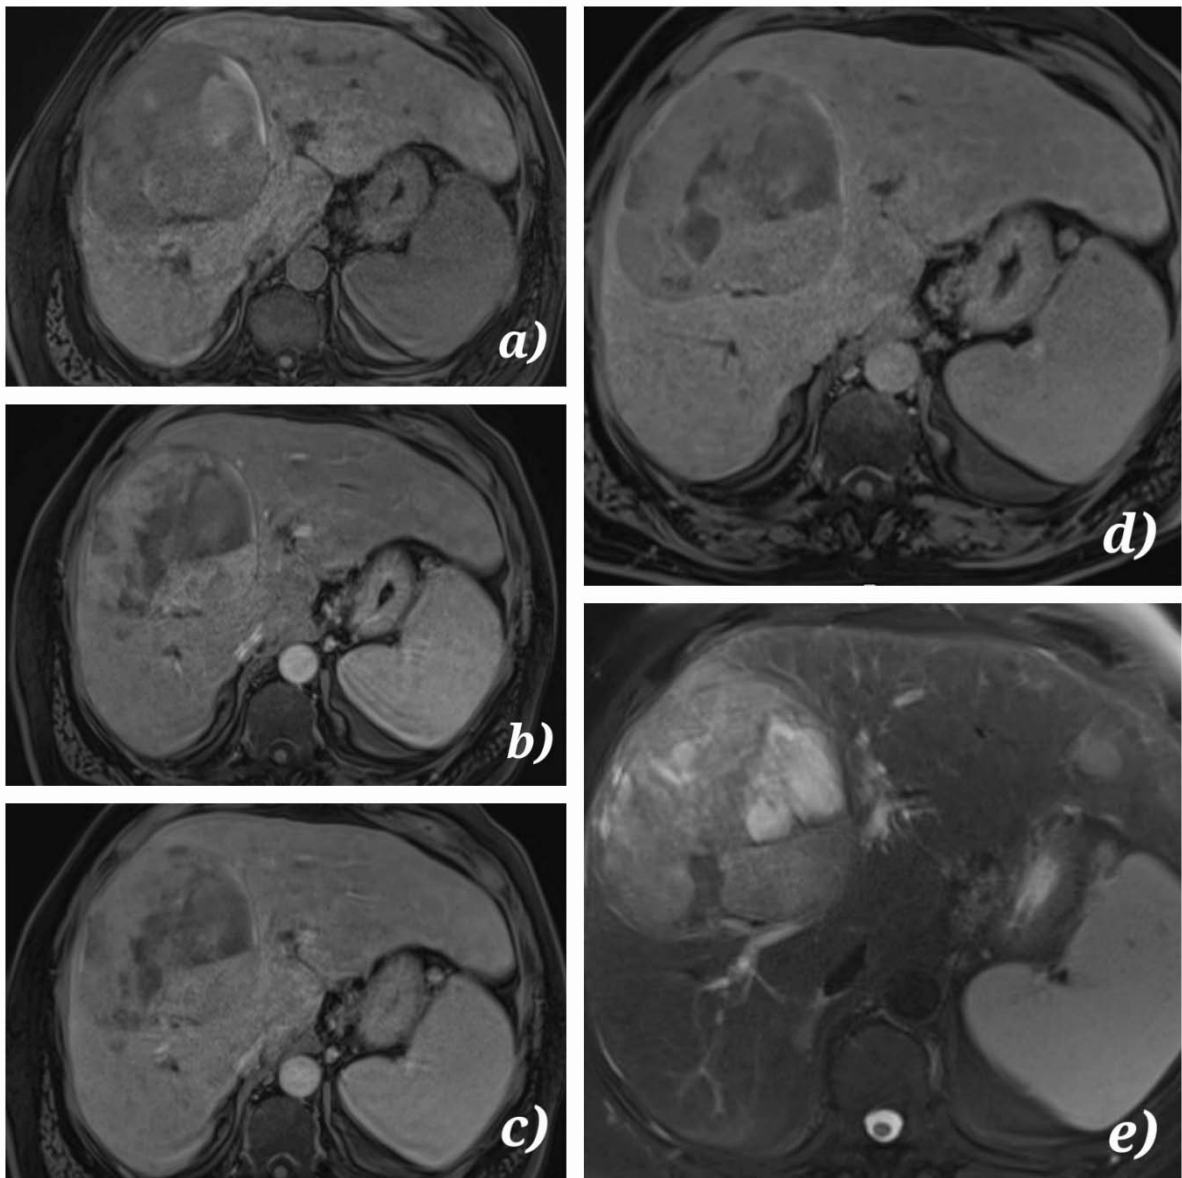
(A, B, C, D) Images IRM en T1 en coupes transversales et aux trois temps vasculaires, A : artériel, B : portal, C : tardif, et en T2 (D) objectivant un foie dysmorphique siège de multiples lésions nodulaires de forme et de taille variables, les plus volumineuses siègent au niveau du segment IV et II, elles sont en hypersignal T1, hyposignal T2, rehaussées de façon précoce après injection de Gadolinium avec lavage au temps tardif (Aspect de CHC multiple).
